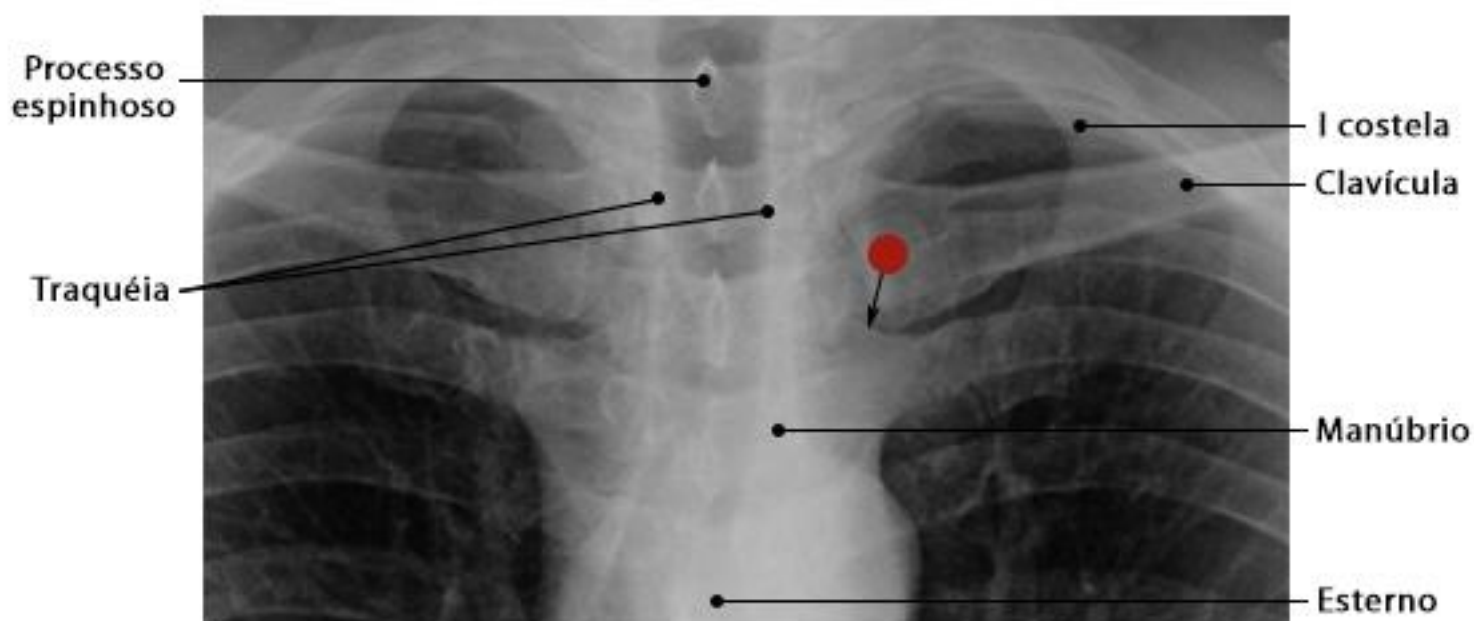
Radiografia do tórax com ampliação central em incidência PA
